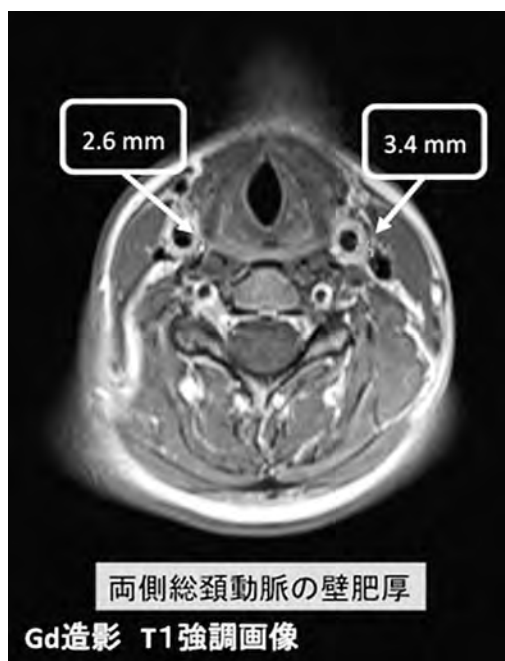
B 造影 MRI 両側総頸動脈壁肥厚所見
